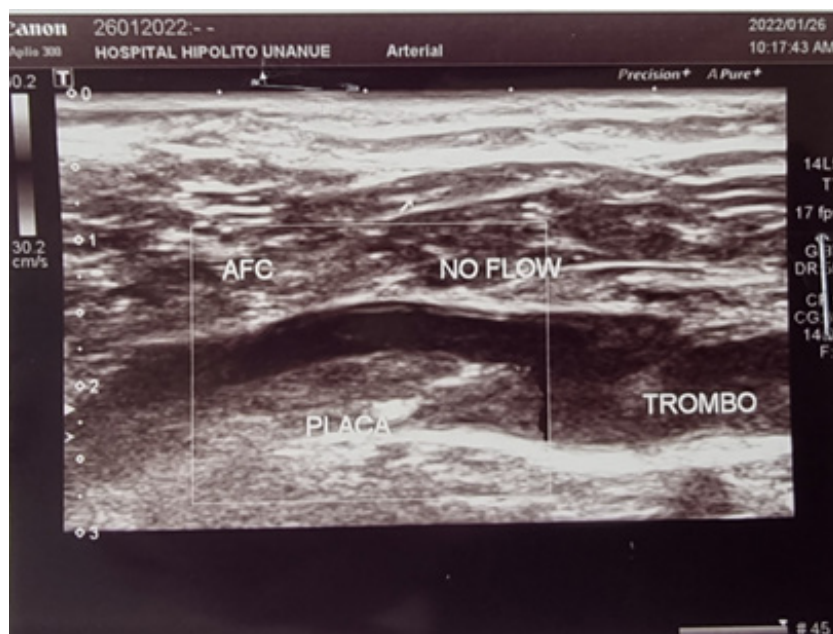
Ecograf3a doppler de los miembros inferior izquierda, se evidencia una oclusi3n significativa a nivel de arteria femoral com3n izquierda
